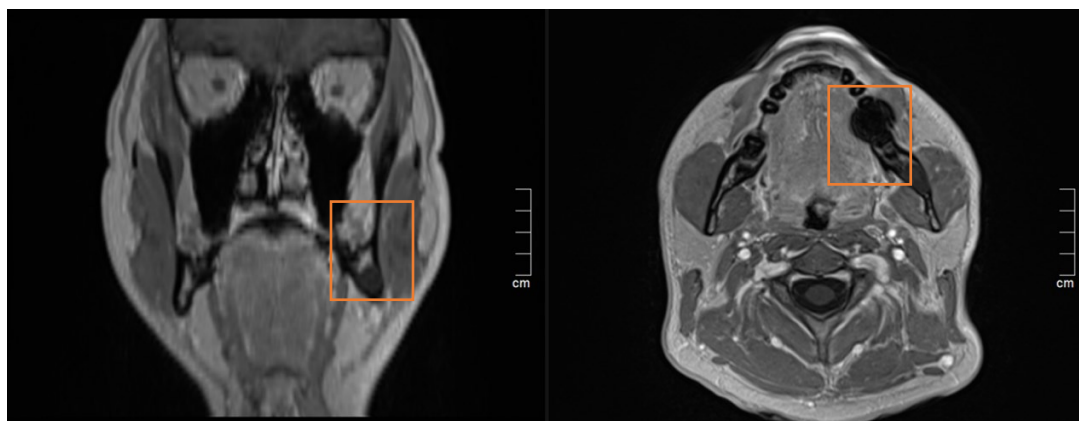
MRT-Aufnahme eines Schwannoms links, koronaler Schnitt links, axialer Schnitt rechts, T1 gewichtete Sequenzen
